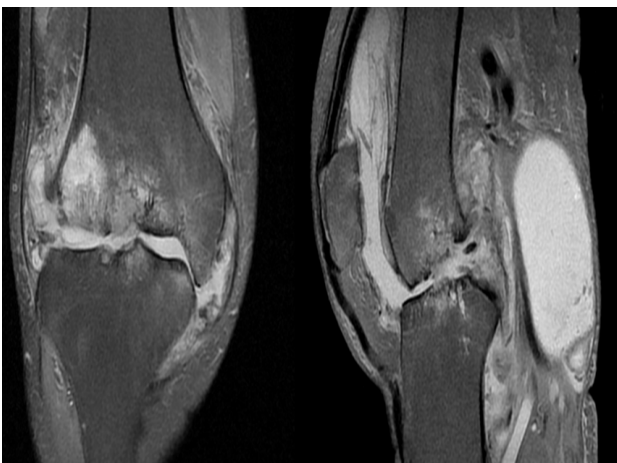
MRI of the right knee shows an insufficiency fracture with marrow edema of the lateral femoral condyle and proximal tibia, synovial thickening with a joint effusion and calcification, with a Baker's cyst. MRI, magnetic resonance imaging.
